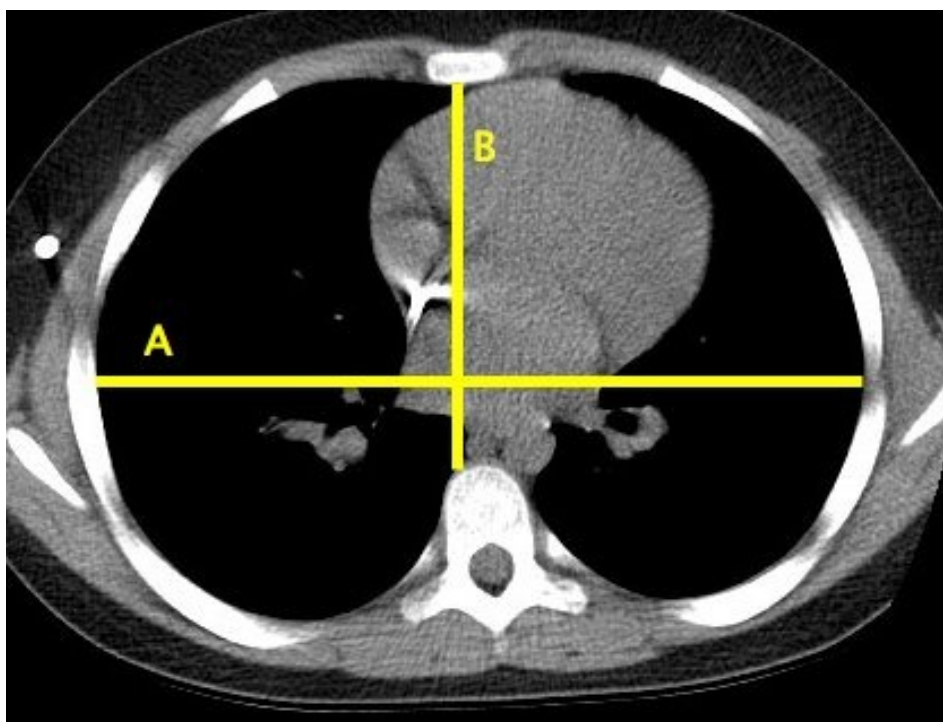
Haller Index (Quelle: Journal of Anatomy¹⁷): Zur Berechnung des Haller-Index muss beim Thorax CT der innere transversale Durchmesser (A) und der innere anteroposteriore Durchmesser (B) vermessen werden, wobei der Quotient von A durch B den Haller-Index ergibt.
